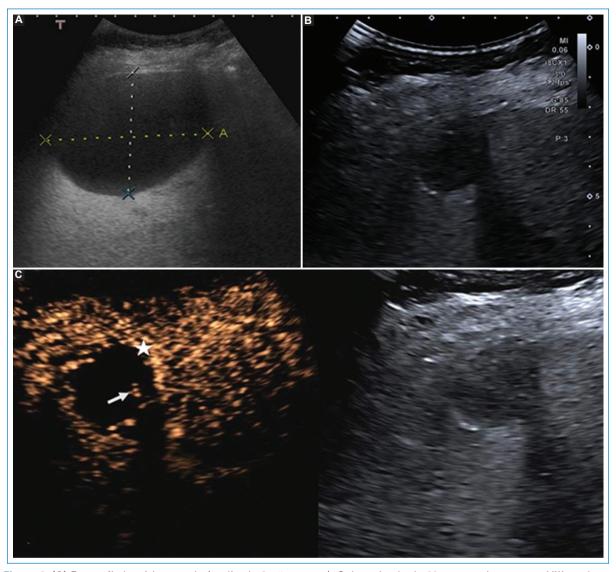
(A) Ecografía hepática previa (realizada 6 años antes). Quiste simple de 80 mm en el segmento VIII, en la misma localización que el nódulo objetivado en la actualidad. (B) Ecografía hepática en modo B, en la actualidad. Lesión de 28 mm, hipoecoica, con cápsula periférica. (C) Ecografía con contraste. Realce capsular a los 30 segundos de la inyección de contraste (estrella). También se observa realce de un pequeño septo periférico (flecha). Ausencia de captación de contraste en el interior de la lesión.
